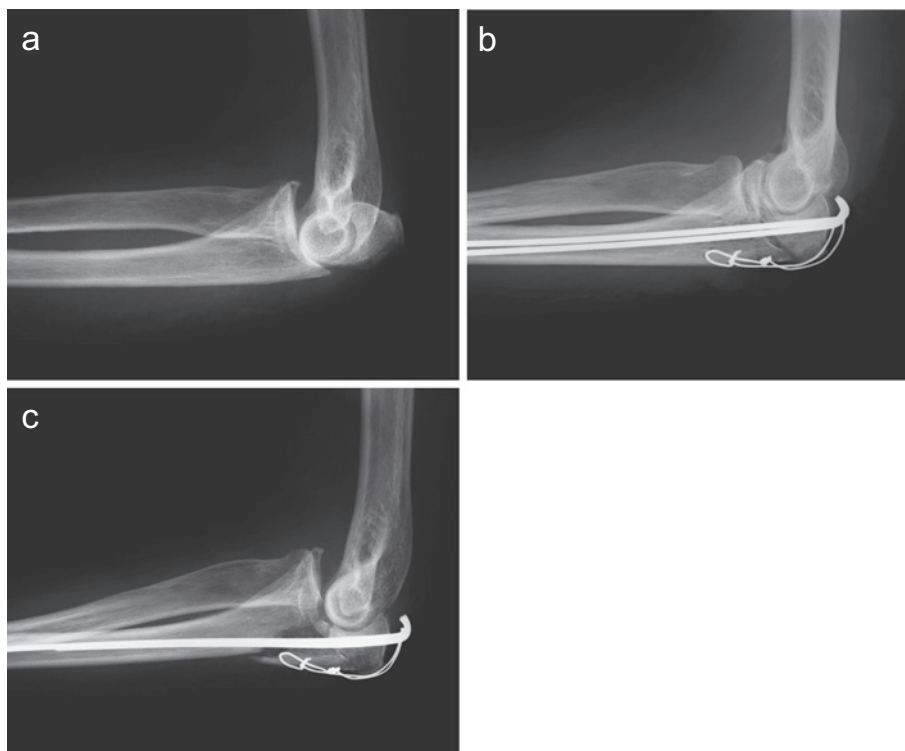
症例1 初回手術 X線 a: 初診時, b: 術直後, c: 術後19日
